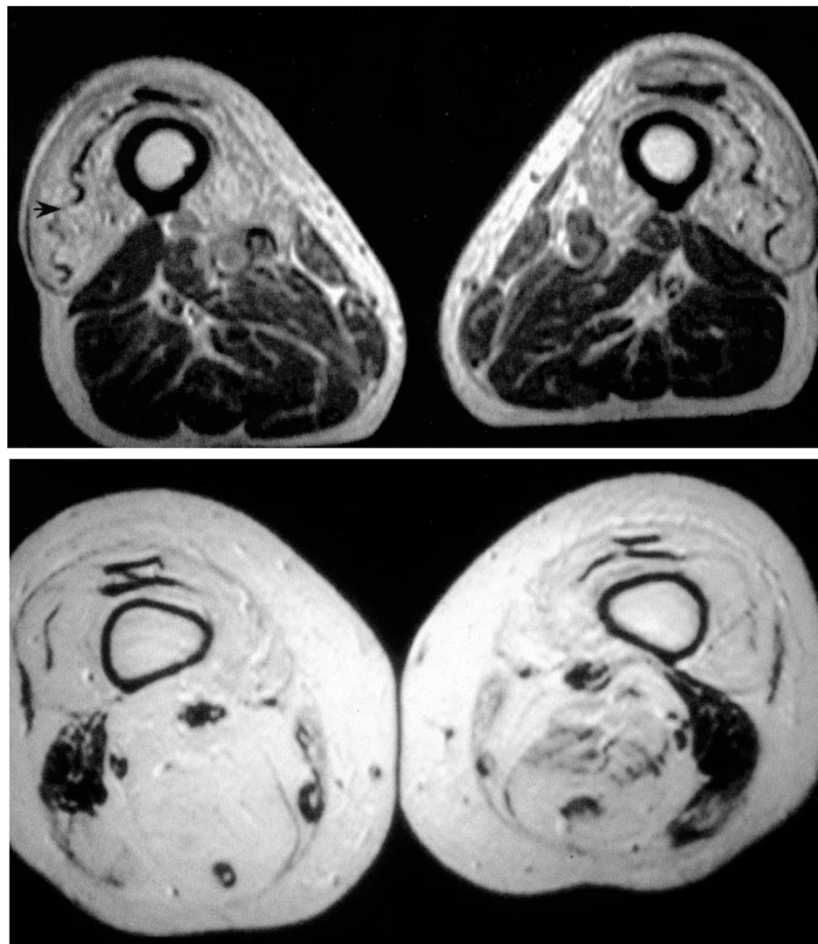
IRM séquence T1, coupe axiale, chez deux patients atteints d'IBM [48]
